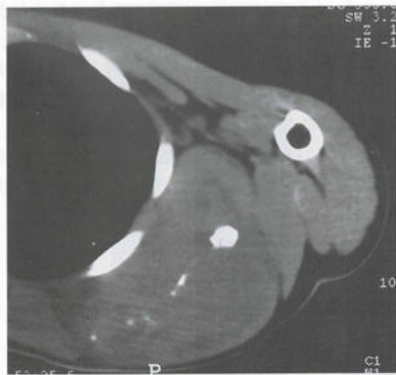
肩胛骨 Ewing 肉瘤 CT
